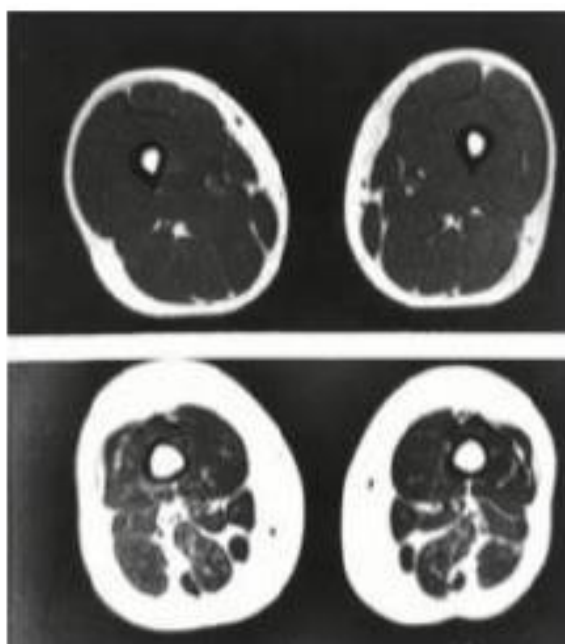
Imagem mostrando um corte de Ressonância magnética da coxa, evidenciando o músculo quadríceps, de um adulto de 21 anos, fisicamente ativo (imagem de cima) e idoso de 63 anos, sedentário (imagem abaixo). A massa muscular (cinza) está diminuída no idoso; a gordura (branco) subcutânea e intramuscular está aumentada.
